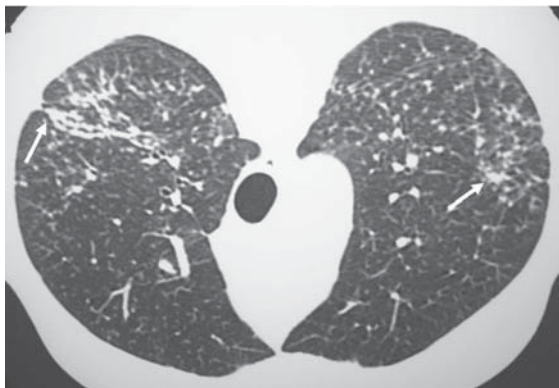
Silicose crônica. Nódulos centrilobulares confluentes (setas) na tomografia computadorizada de alta resolução em decúbito ventral
